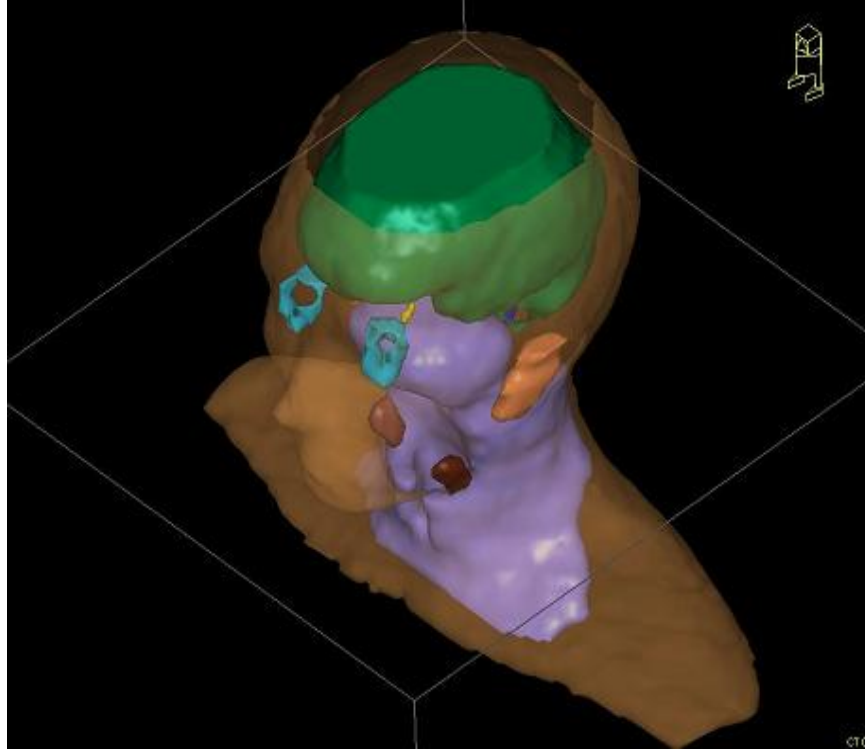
Alderson Rando Fantomdan BT Görüntülerinin Alınması
